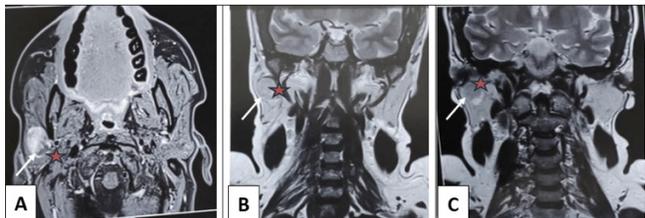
IRM parotidienne d'un carcinome adénoïde kystique présentant une paralysie faciale préopératoire. A: Coupe axiale montrant la projection de l'aire tumorale (flèche blanche) sur le trajet du nerf facial (étoile rouge). B et C: coupes coronales montrant l'extension lésionnelle en cranio-caudal (flèche blanche) et l'envahissement du trajet du nerf facial (étoile rouge).
